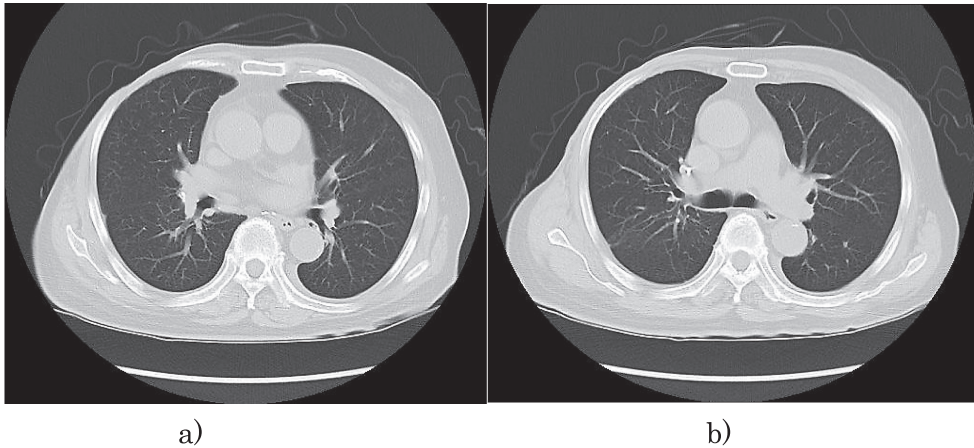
a) b) 2020 年 2 月の CT：多発肺結節は瘢痕がわずかに確認できる程度で、ほぼ CR を得ている。
